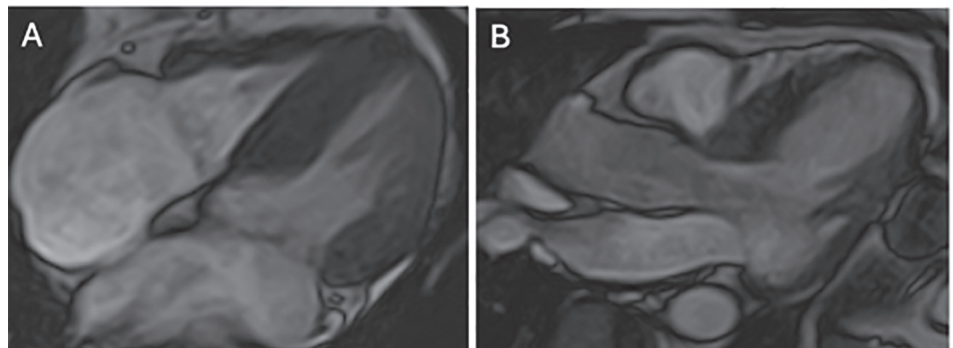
Resonancia magnética cardíaca. A) Corte de cuatro cámaras con importante aumento de grosor del septum interventricular. B) Tracto de salida del ventrículo izquierdo sin obstrucción.
